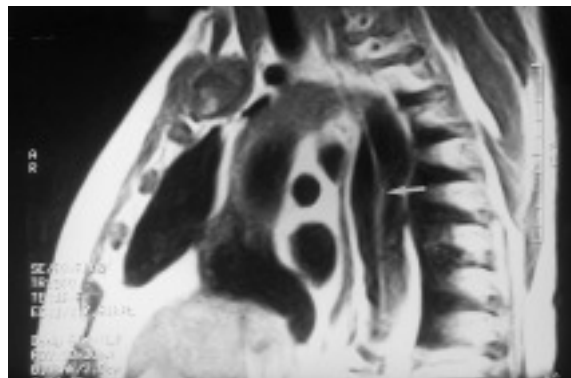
Imagen mediante resonancia magnética nuclear (RMN) de una disección crónica tipo A. La RMN es la prueba diagnóstica que mejor caracteriza la anatomía aórtica.
